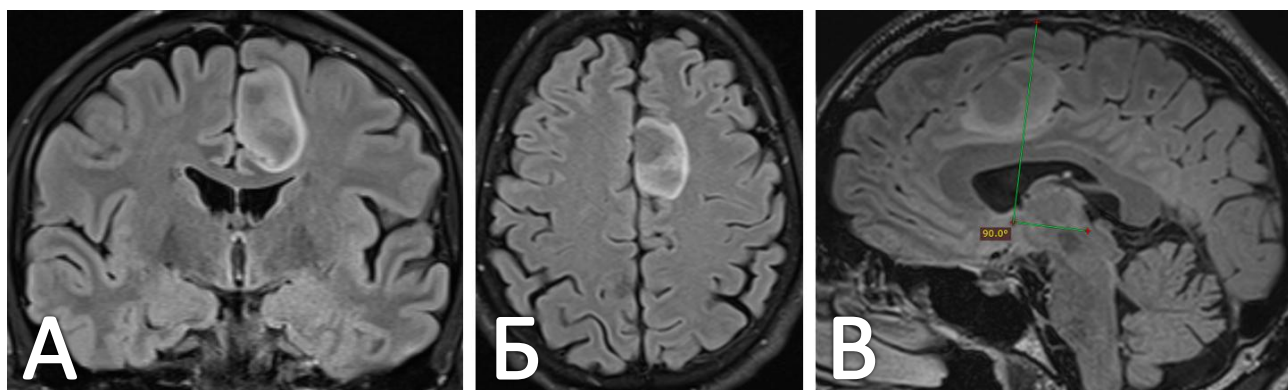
Предоперационная МРТ головного мозга пациента Г. А. Коронарный срез МРТ в последовательности T2-ВИ FLAIR. Б. Аксиальный срез МРТ в последовательности T2-ВИ FLAIR. В. Сагиттальный срез МРТ в последовательности T2-ВИ FLAIR. Зелеными линиями обозначен прямой угол между линией, соединяющей переднюю и заднюю комиссуры, и перпендикулярной ей прямой, являющейся границей между субрегионами ДМО. Видно, что опухоль расположена как в предДМО, так и в собственно ДМО
